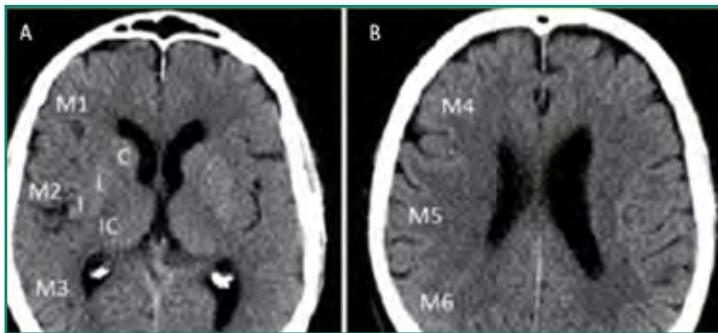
A y B: TC con los 10 territorios de la escala ASPECTS. Una ASPECTS de 10 puntos hace referencia a una buena diferenciación sustancia gris-sustancia blanca y presencia de adecuada diferenciación de ganglios basales, indicando mejor pronóstico y menor riesgo de transformación hemorrágica. A menor ASPECTS, mayor territorio de la ACM afectado y por tanto peor pronóstico.
